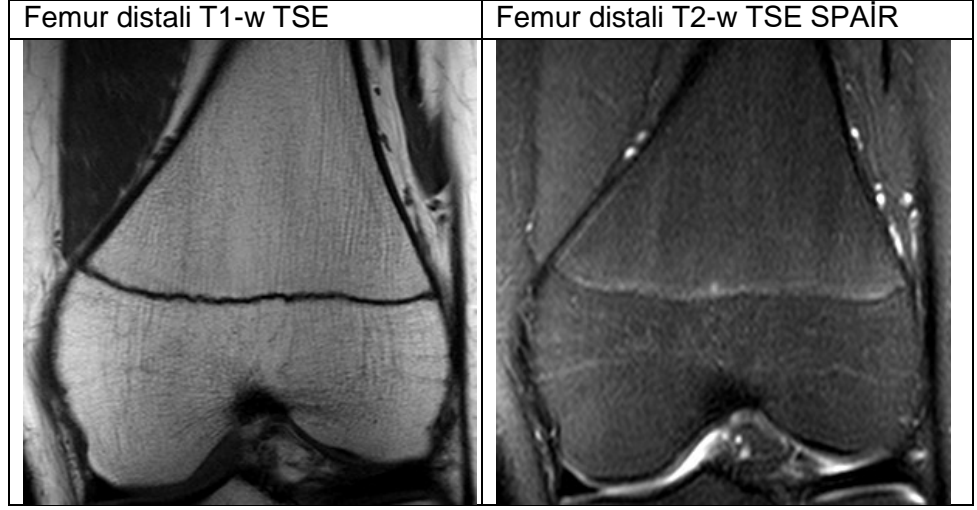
20 yaş kadın vakaya ait 5. evre olarak tespit edilen MRG'leri
